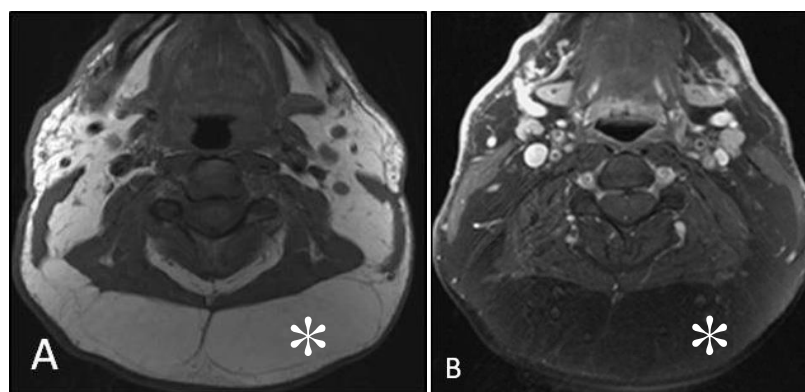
Cortes axiais da região cervical, obtidos por RM com ponderação em T1, (A) pré- e (B) pós-injeção de gadolínio, em doente com lipodistrofia em contexto de infecção por VIH. Observa-se uma lipohipertrofia da região dorsocervical (*). Adaptado de Hazany S, Rojas R, Moonis G. 2012.⁶³
